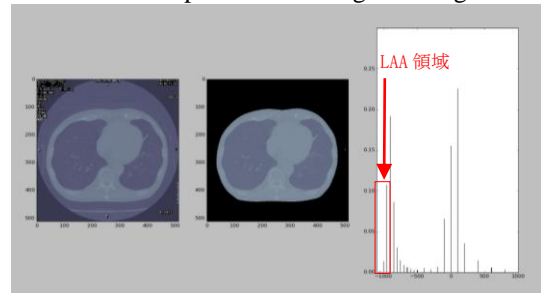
Probability distribution of CT values for representative lung CT images
